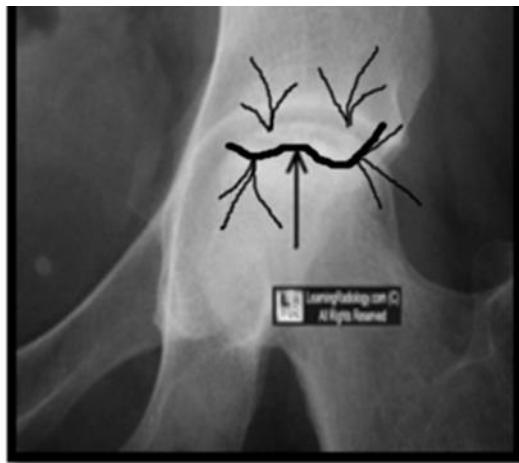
6. Radiografie față de șold, aspectul de semilună în treimea superioară a capului femural.
